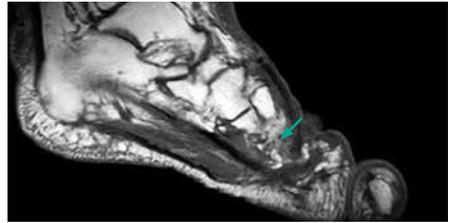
МРТ стопы. Стрелкой обозначена полость костной деструкции
